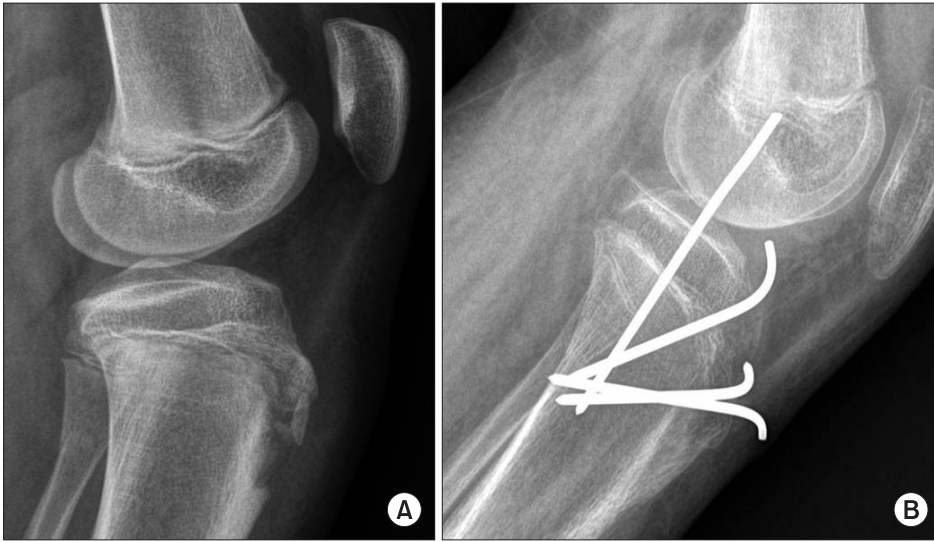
Left proximal tibia fracture by direct impact on the ground. (A) Pre-operation radiograph on March 2015. (B) Postoperation radiograph, 3 months after surgery.
